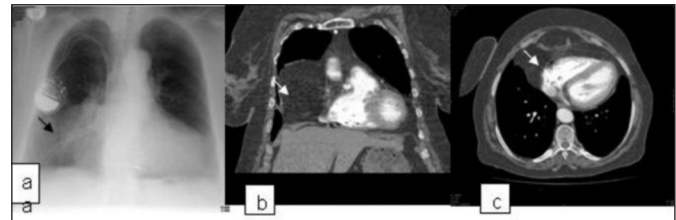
Posteroanterior chest radiograph (a) of a 58-year-old female patient shows opacity near the heart with low density (arrow). CT (b,c) scan shows a large, well-demarcated fatty mass
